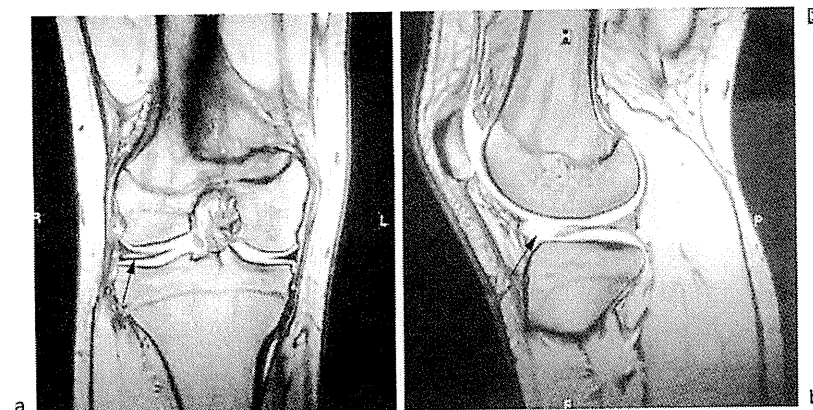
▶円板状半月板損傷のMRI所見前(b)・中(a)節部の実質内高輝度陰影を認め、水平断裂を疑う。
